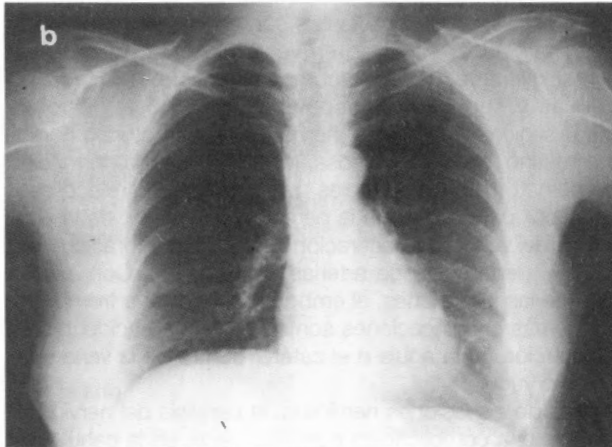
Radiografía de tórax de la misma paciente a las 24 h, en la que se aprecia el diafragma derecho en posición normal.
